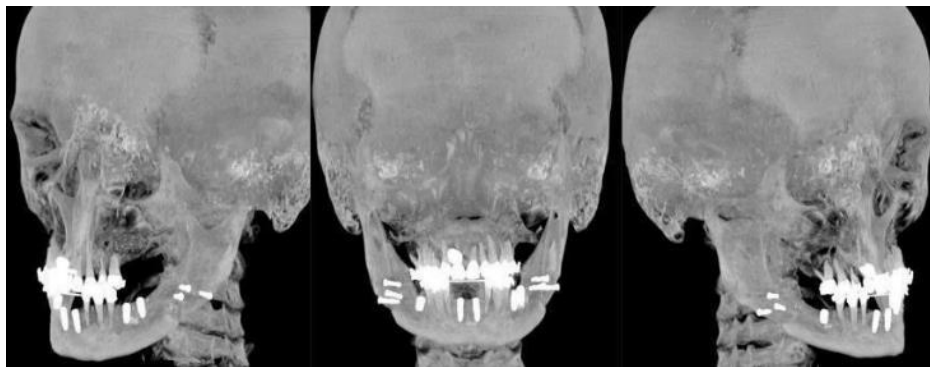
МСКТ через 6 месяцев после имплантации: стрелками указаны зоны резорбции.
